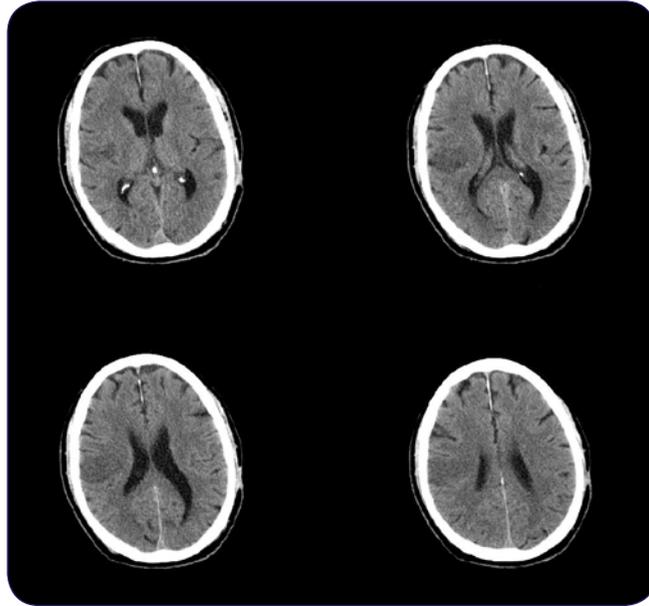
TC craneal urgente.
